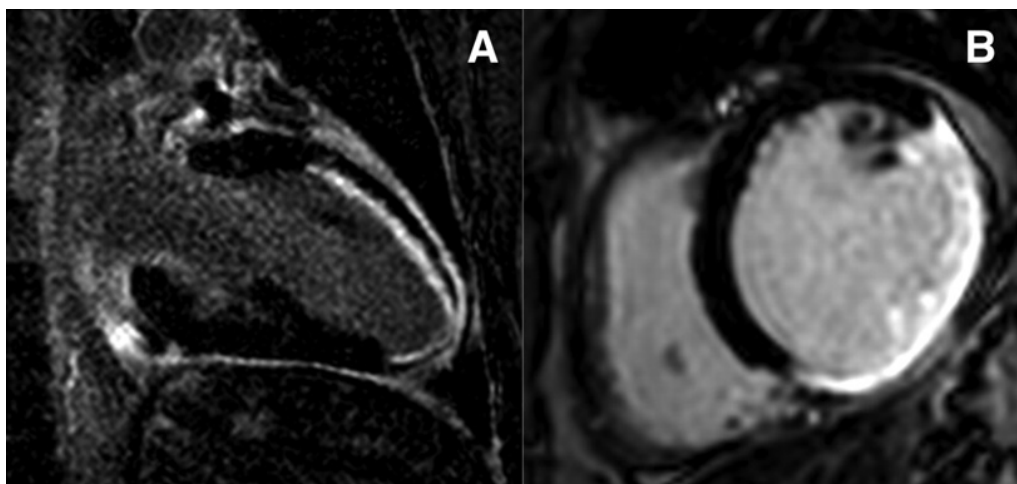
МРТ серця – відтерміноване накопичення контрастної речовини, А – двокамерна проєкція, В – проєкція короткої осі. Нормальний міокард візуалізується як «темна» ділянка без Гд, а пошкоджений міокард – зона інфаркту (рубець) виглядає як «яскрава» ділянка накопичення Гд.
